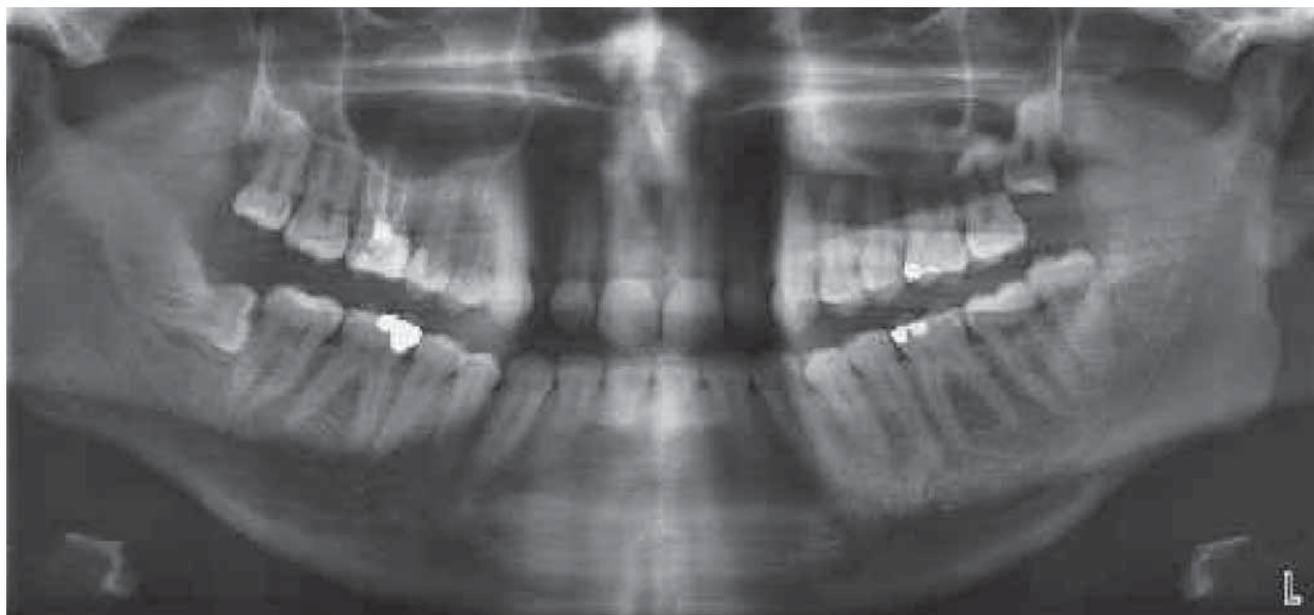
Orthopantomogramme préopératoire
